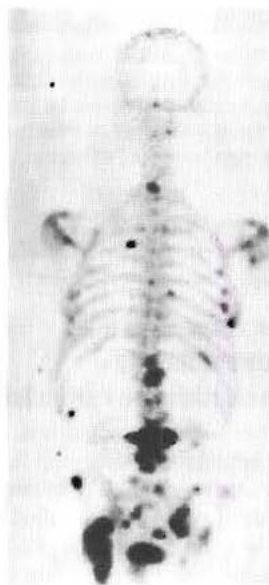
Métastases d'un carcinome de prostate. La scintigraphie montre des lésions métastatiques hyperfixantes diffuses.
